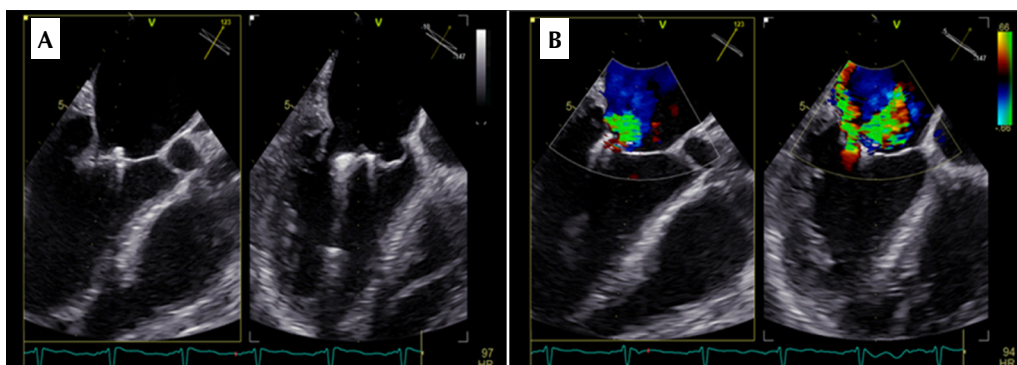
(A) Ecocardiograma transesofágico com corte multiplanar mostrando dispositivo MitraClip® com perda da zona de captura da cúspide posterior. (B) Presença de dois jatos, sendo um excêntrico, direcionado à parede lateral, compatível com insuficiência valvar mitral de grau importante no seguimento evolutivo pós-MitraClip®.
